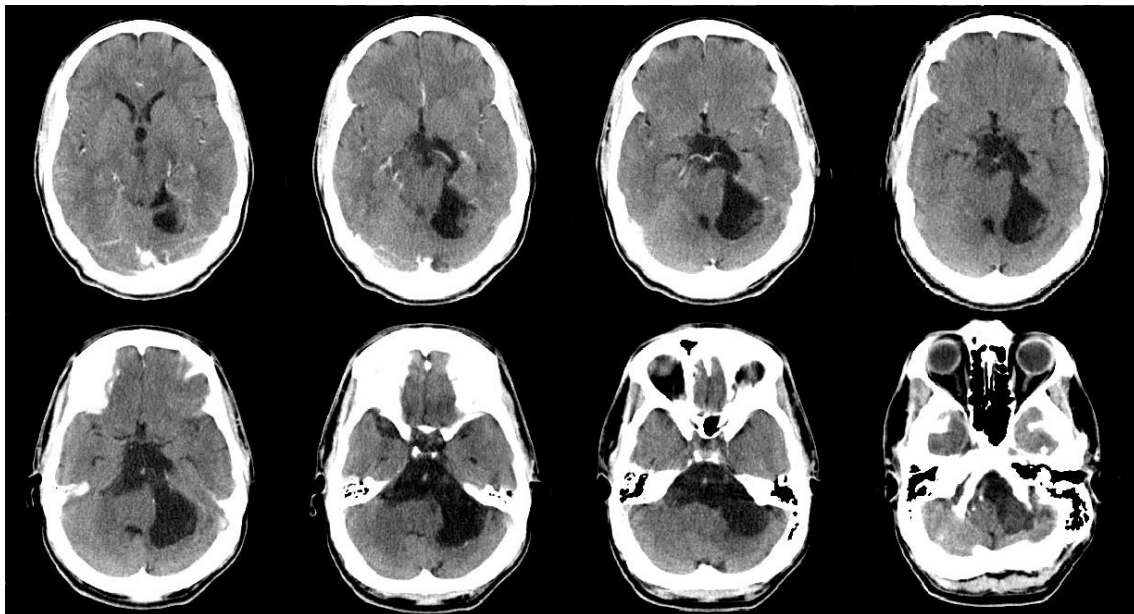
Imágenes de TAC monocorte con imagen tumoral a nivel del ángulo pontocerebeloso izquierdo con efecto de masa discreto sobre el tronco encefálico, sin captación de contraste yodado.
